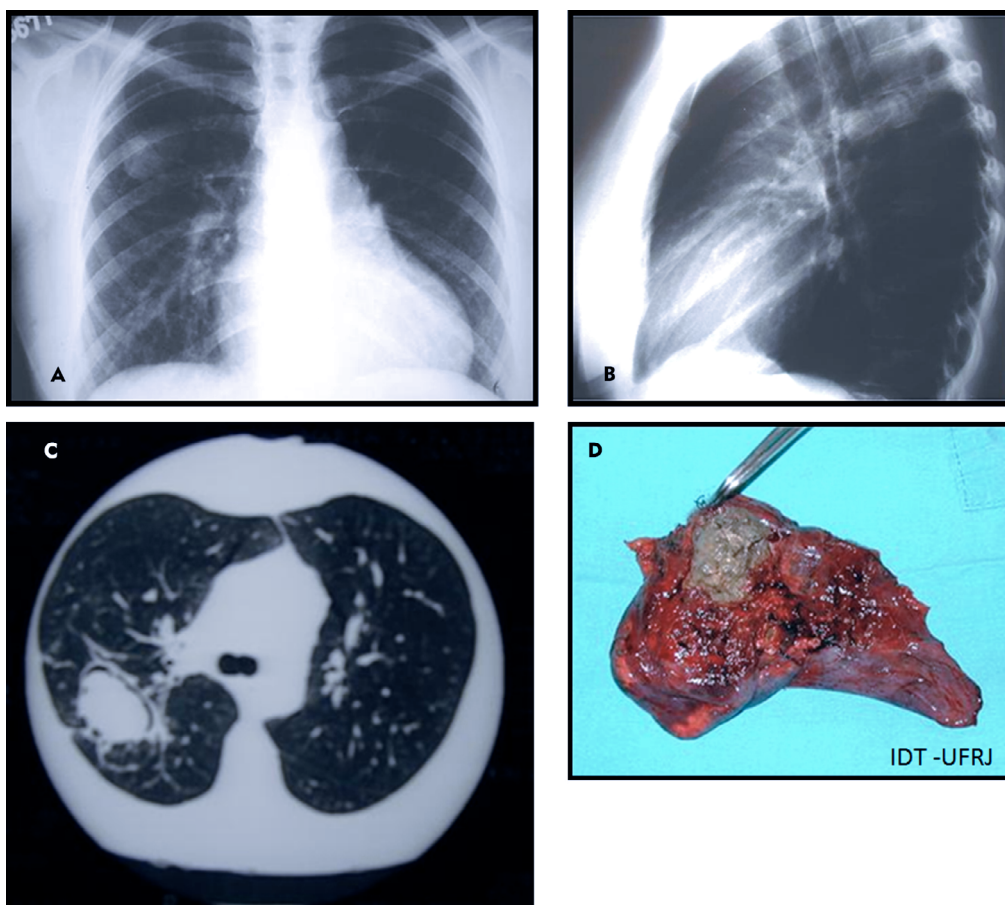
Mulher 28 anos, tratamento de tuberculose há cinco anos, com hemoptises volumosas repetidas. Submetida a lobectomia superior direita. A e B) Radiografias em PA e Perfil mostram imagem nodular no segmento posterior do lobo superior direito. C) TC mostra imagem com halo em crescente, compatível com bola fúngica simples. D) Peça operatória (lobo superior direito) com aspecto característico de bola fúngica (caverna foi aberta).
